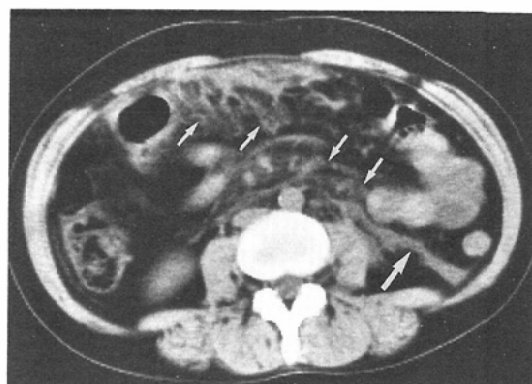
A 35-year-old woman with acute pancreatitis. CT scan demonstrates partially affected area in the transverse mesocolon and mesentery (small arrows). Pancreatic juice also extends along the renal fascia (large arrow).
